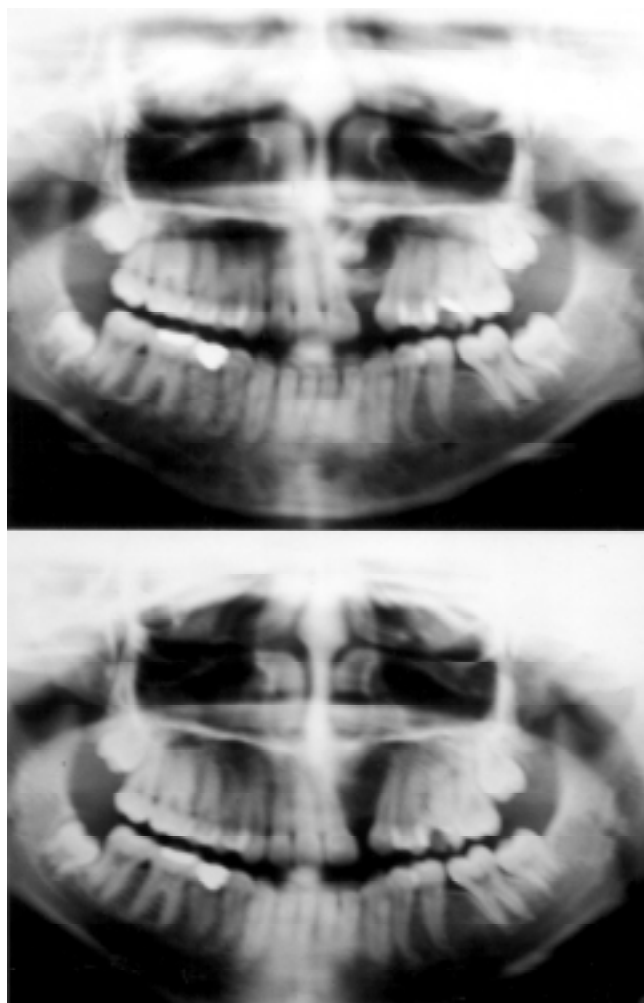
Radiografías panorámicas de la lesión pre y posoperatoriamente.
